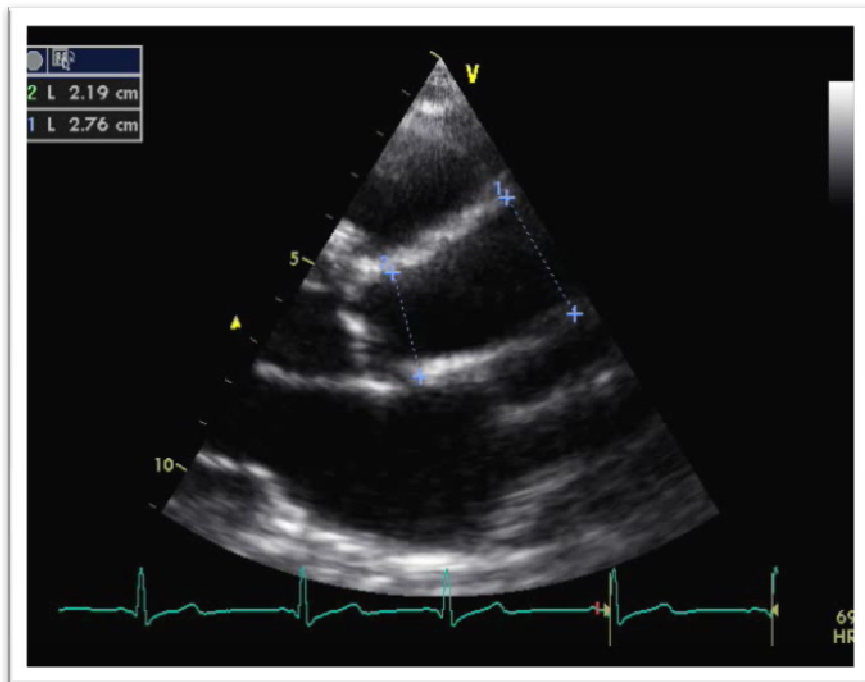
Dilatation de l'aorte ascendante sur incidence parasternale grand axe.
